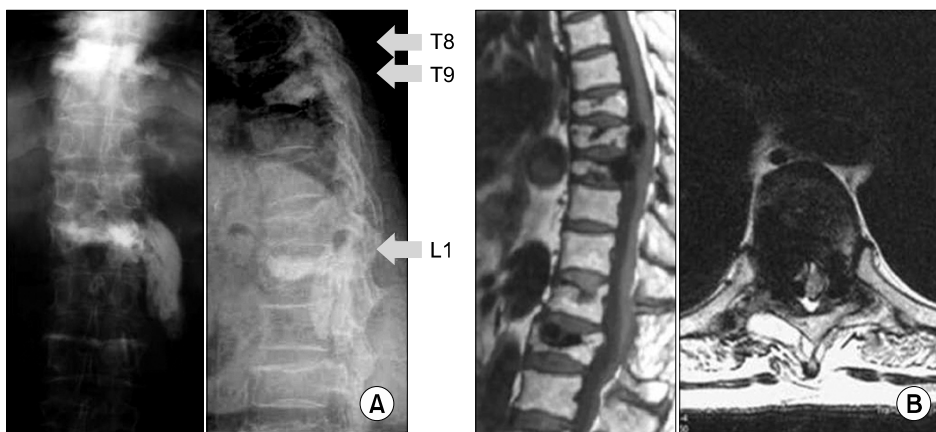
(A) Preoperative radiographs show extravasation of PMMA around T8, 9 and L1. (B) Preoperative MRI's show extravasation of PMMA which compresses spinal cord and encompasses spinal nerve roots.
